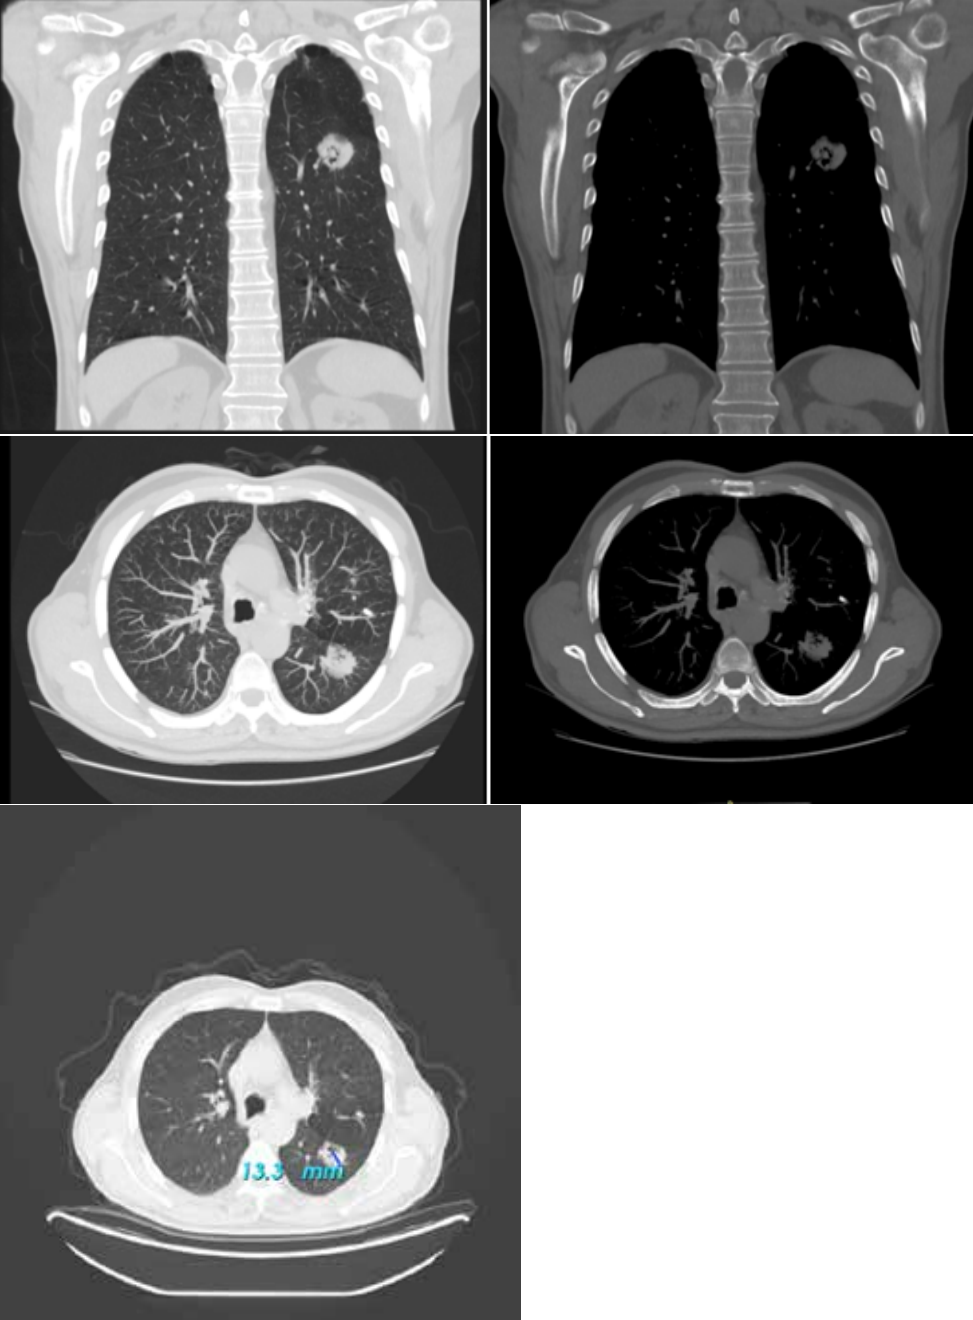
2012 Toraks BT' de duvar kalınlığı 4,27 mm lezyon
